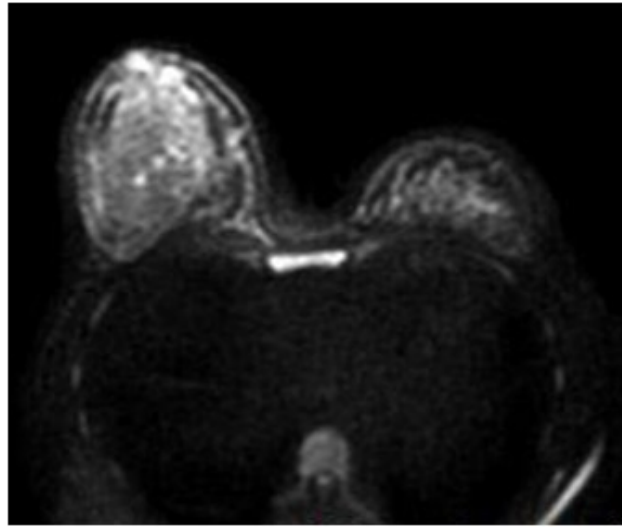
Resonancia magnética de la lesión mamaria
